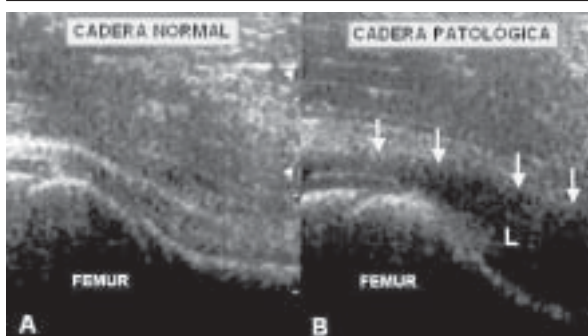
Ecografía. Ensanchamiento del espacio articular (flechas) con contenido ecogénico (A) debido a exudado (detritus), en un niño con artritis séptica
